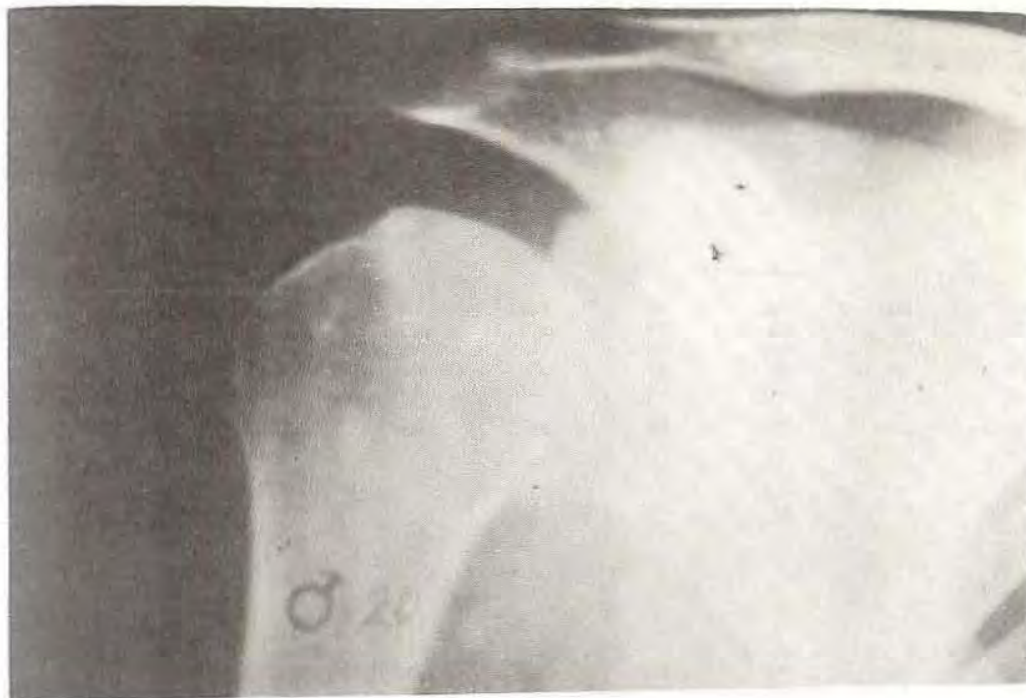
CONTROL RADIOGRAFICO
